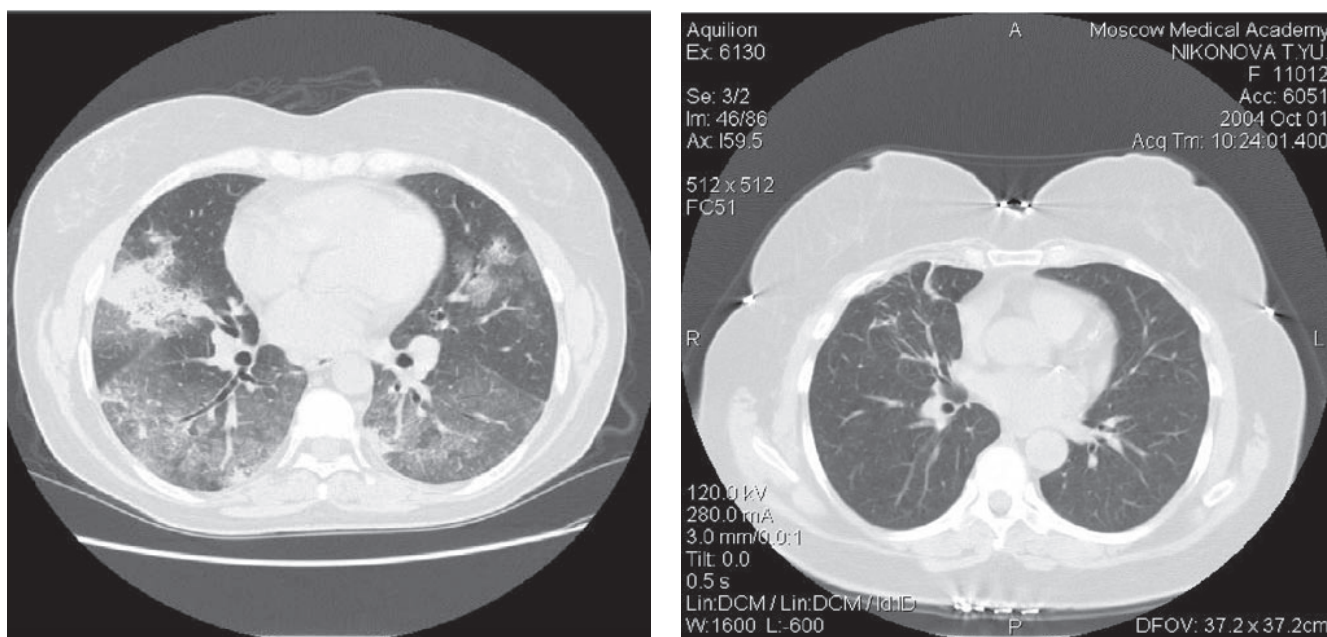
Уменьшение площади симптома «матового стекла» на КТ у больной после длительного курса лечения Флуимуцилом
